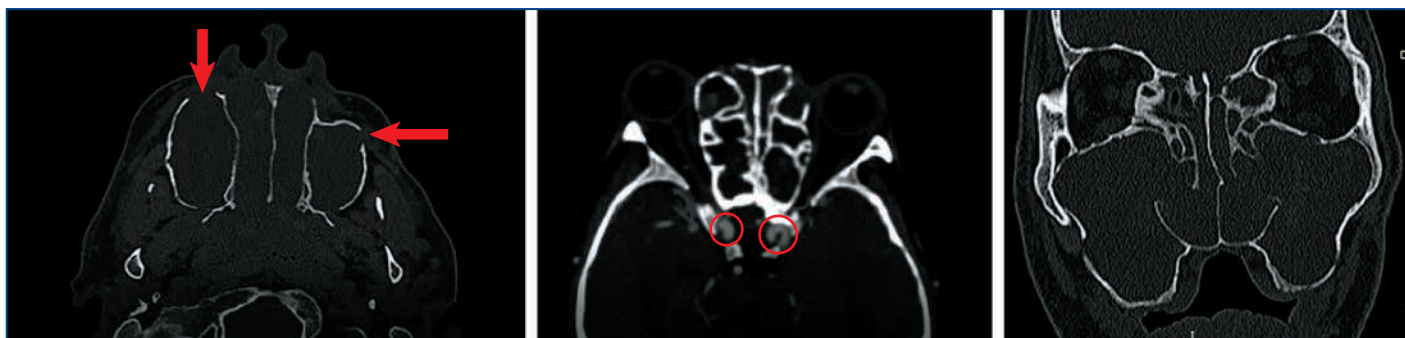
Компьютерная томография околоносовых пазух: 1 — деструкция стенок околоносовых пазух, 2 — расположение сонных артерий в проекции клиновидных пазух, 3 — «готическое небо»
